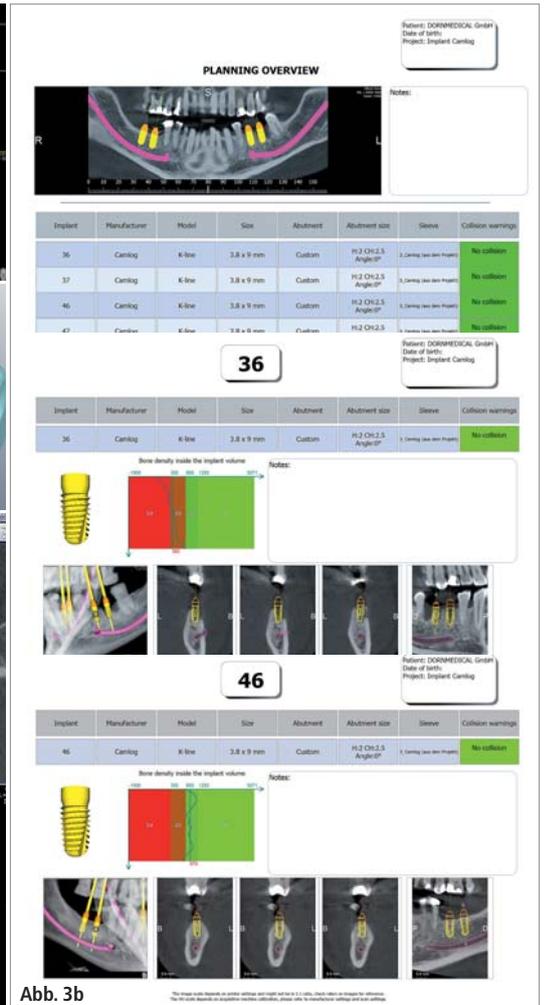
WF14 CBCT-Gipsmodell-Scan. – Abb. 2d: WF14 DICOM-STL-Konvertierung 600 HU. – Abb. 2e: WF14-Gipsmodell im STL-Format. – Abb. 2f: PlastyCAD1.2-STL-IMPORT-Gipsmodell. – Abb. 2g: PlastyCAD1.2-BAS-Relief-funktion. – Abb. 3a: WF14-Implantatplanung. – Abb. 3b: WF14-Implantatreport inkl. Knochendichte-protokoll 36 und 46.
